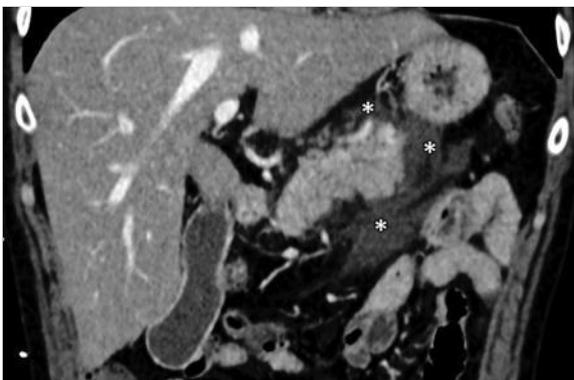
Akute Pankreatitis. CT (Frontalebene) eines Patienten mit einer exsudativen (Sterne) akuten Pankreatitis (peripancreatische Flüssigkeitsansammlung).
